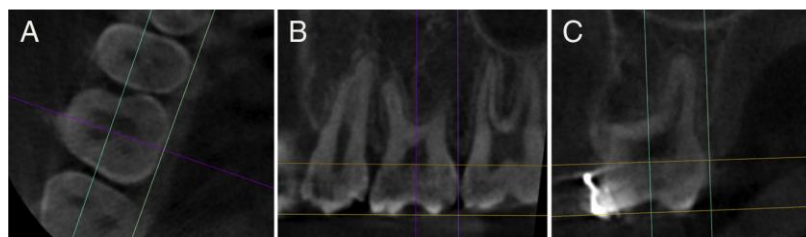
Tomografie computerizată. Imagini ce identifică parametrii utilizați în măsurarea volumului camerei pulpare a molarului de minte.
